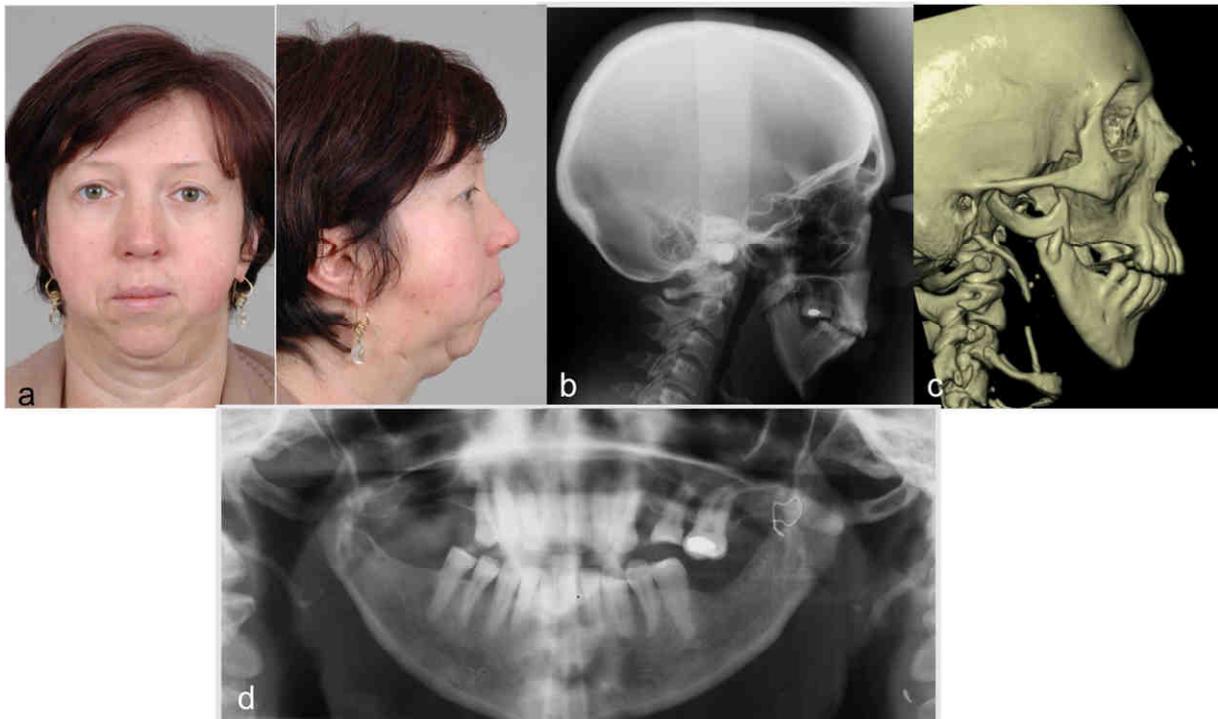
(a) Patientte porteuse d'une séquelle d'ostéotomie des branches montantes : pseudarthrose des 2 ostéotomies visible sur la téléradiographie de profil (b), la TDM (c) et le panoramique (d) (Documents Pr. Mercier).
